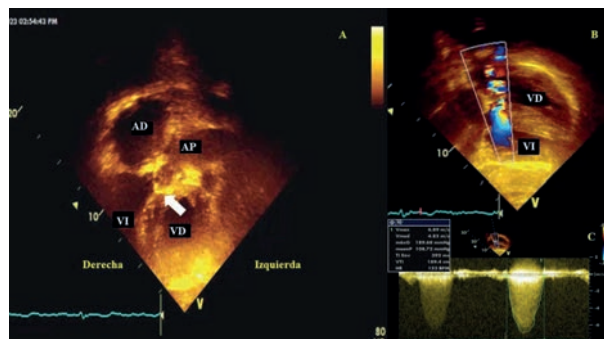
Adulto con TGA-cc, asociada a estenosis pulmonar. A) Vista apical, la flecha blanca muestra la presencia de estenosis de la válvula pulmonar, se observa la arteria pulmonar emergiendo del VI subpulmonar (situado a la derecha). B) Imagen en Doppler color con angulación, muestra turbulencia a nivel de la válvula pulmonar, causada por estenosis a ese nivel. C) Doppler espectral que muestra el gradiente de estenosis sobre la válvula pulmonar. AP: Arteria pulmonar.
